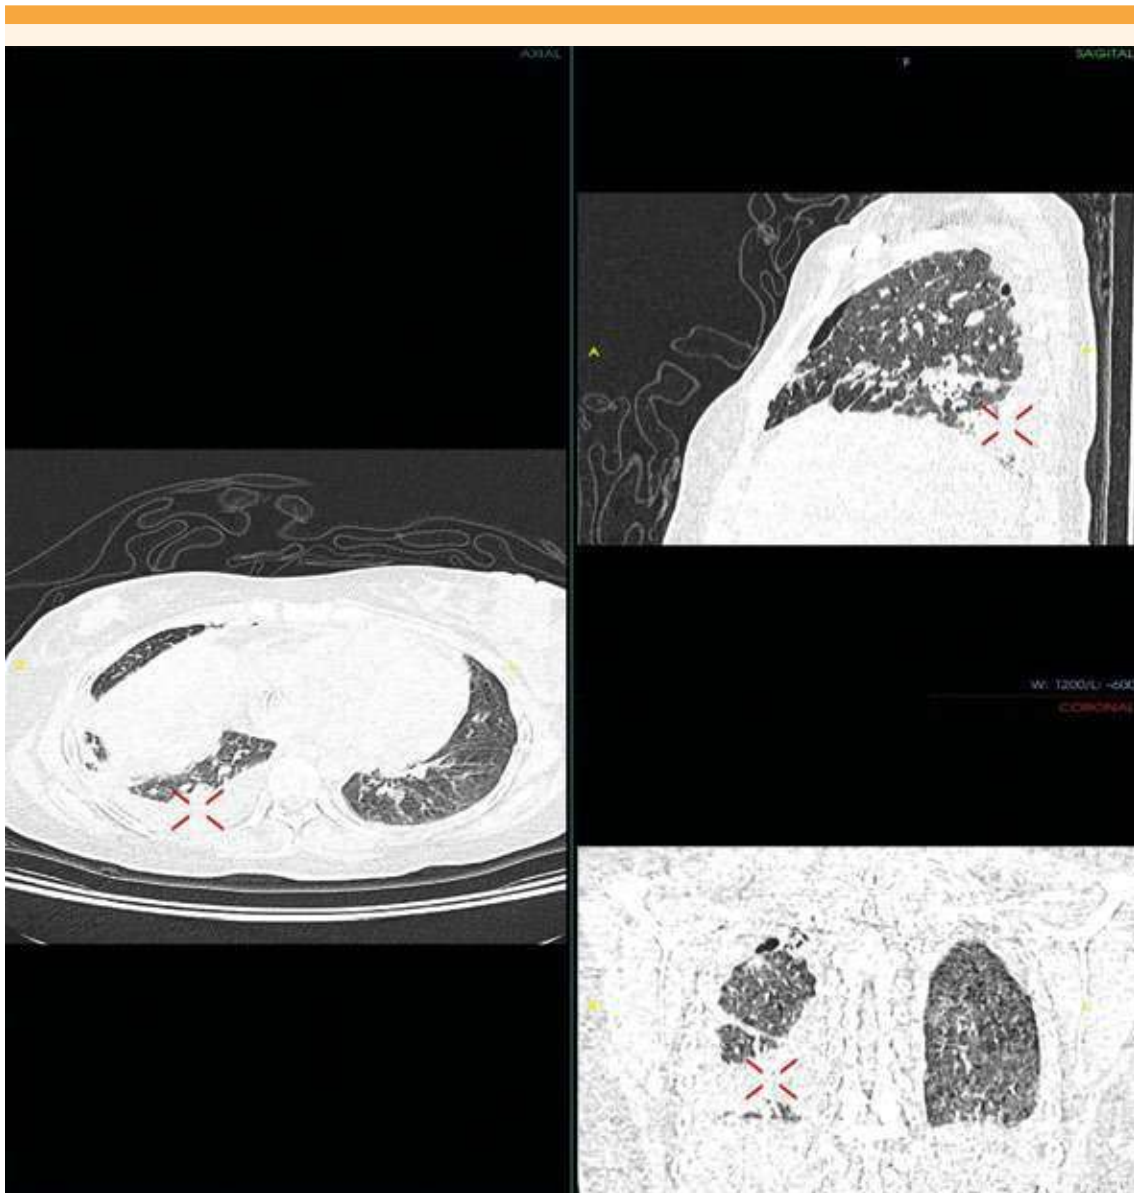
PET-CT, derrame pleural derecho del 10%, asociado con neumotórax en torno del lóbulo superior y medio, derrame pleural leve izquierdo, sin hipermetabolismo.
